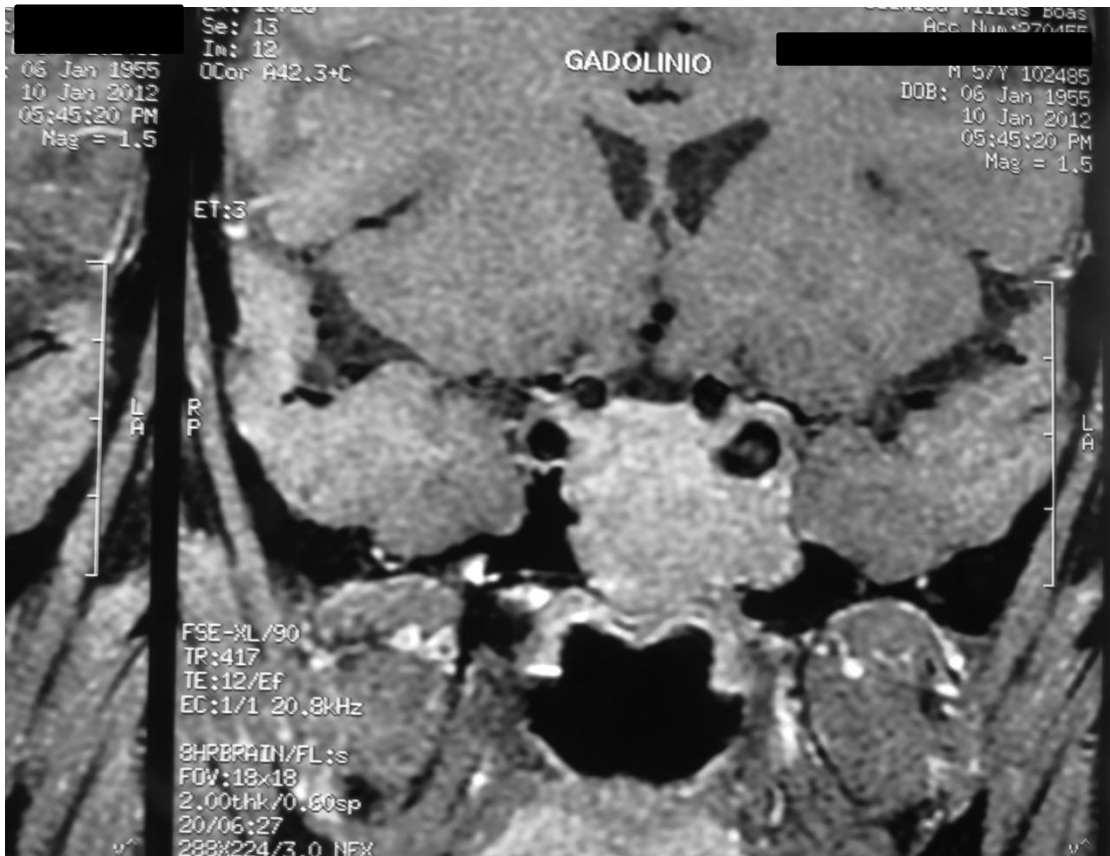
Ressonância magnética da sela turca em T1, coronal, com captação homogênea de contraste, antes do início do tratamento com a cabergolina, a qual mostra o adenoma hipofisário com invasão do seio cavernoso de ambos os lados, invadindo totalmente o seio esfenoidal e sem expansão supraselar.
